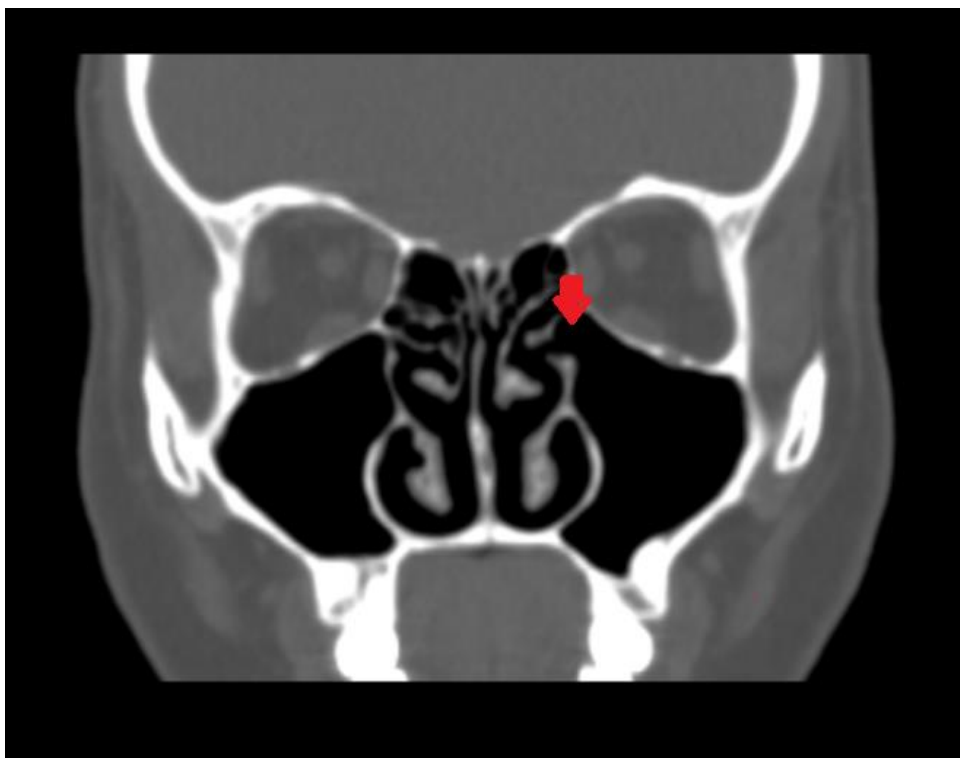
СКТ приноскових пазух. Коронарна проекція (стрілкою вказано природне сполучення верхньощелепної пазухи з порожниною носу – півмісяцевий розтвір).
